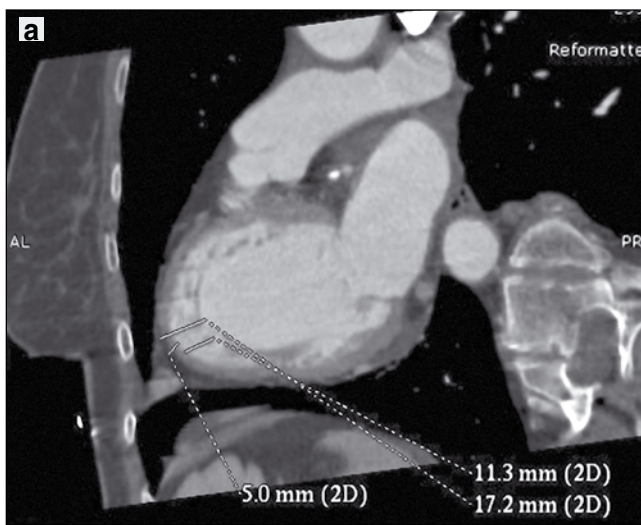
МСКТ-вентрикулографія: а – сагітальна проекція;
